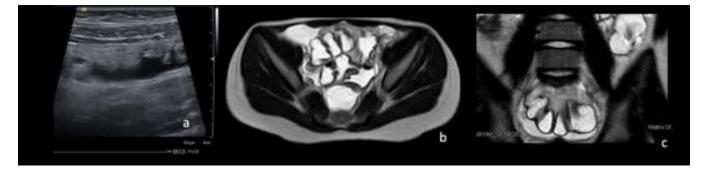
Ecografía abdominal en modo B, ERM axial y coronal FSE T2. Líquido libre isointenso al LCR.
